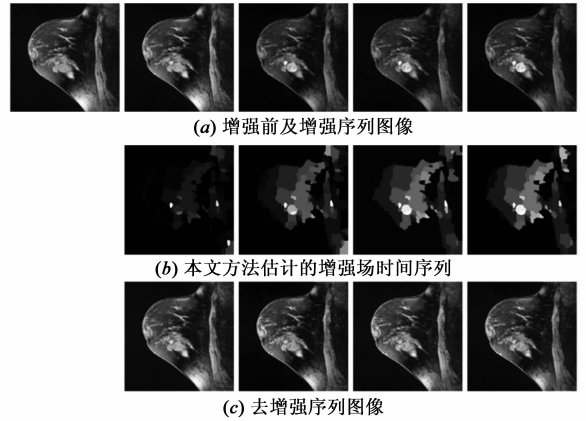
真实乳腺DCE-MRI时间序列图像的增强场估计
